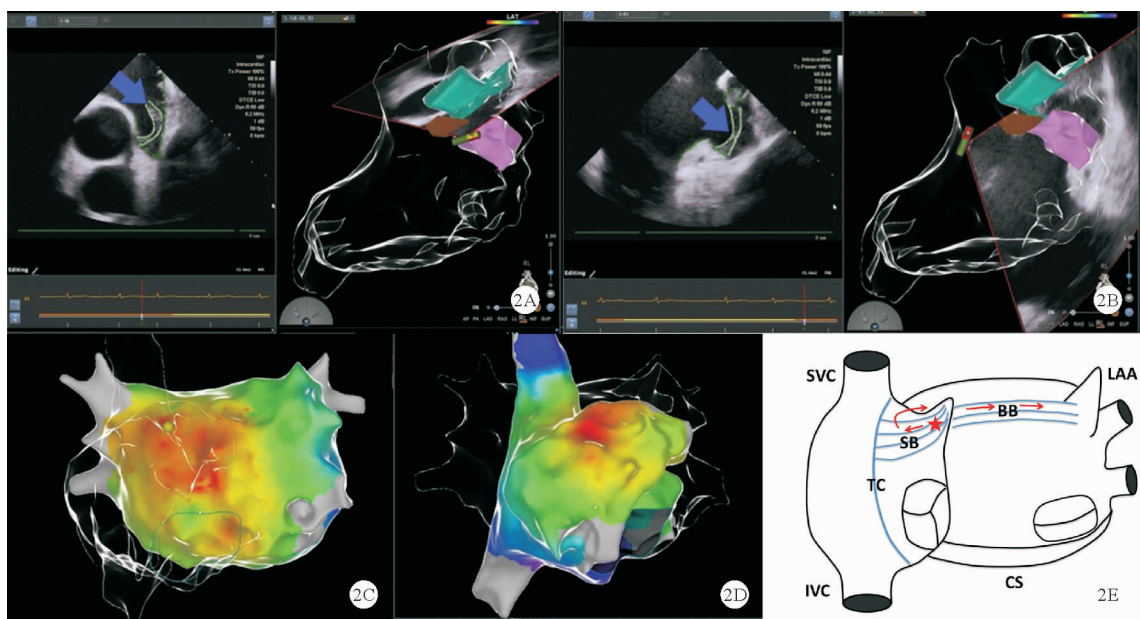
RAA 与 BB 之间存在优势传导路径[A、B: 术中 ICE 下观察到的 RAA 内结构; 蓝色箭头: SB; 棕色: TC; 绿色、紫色: SB; C、D: 术中三维标测的激动传导顺序, 红色区域代表最早激动部位, 蓝色区域代表最晚激动部位; E: 右心耳(红星标记)的激动通过 BB 从 SB 传导到 TC, 再传导到右心房间隔, 最后传导到左心房; IVC: 下腔静脉]
